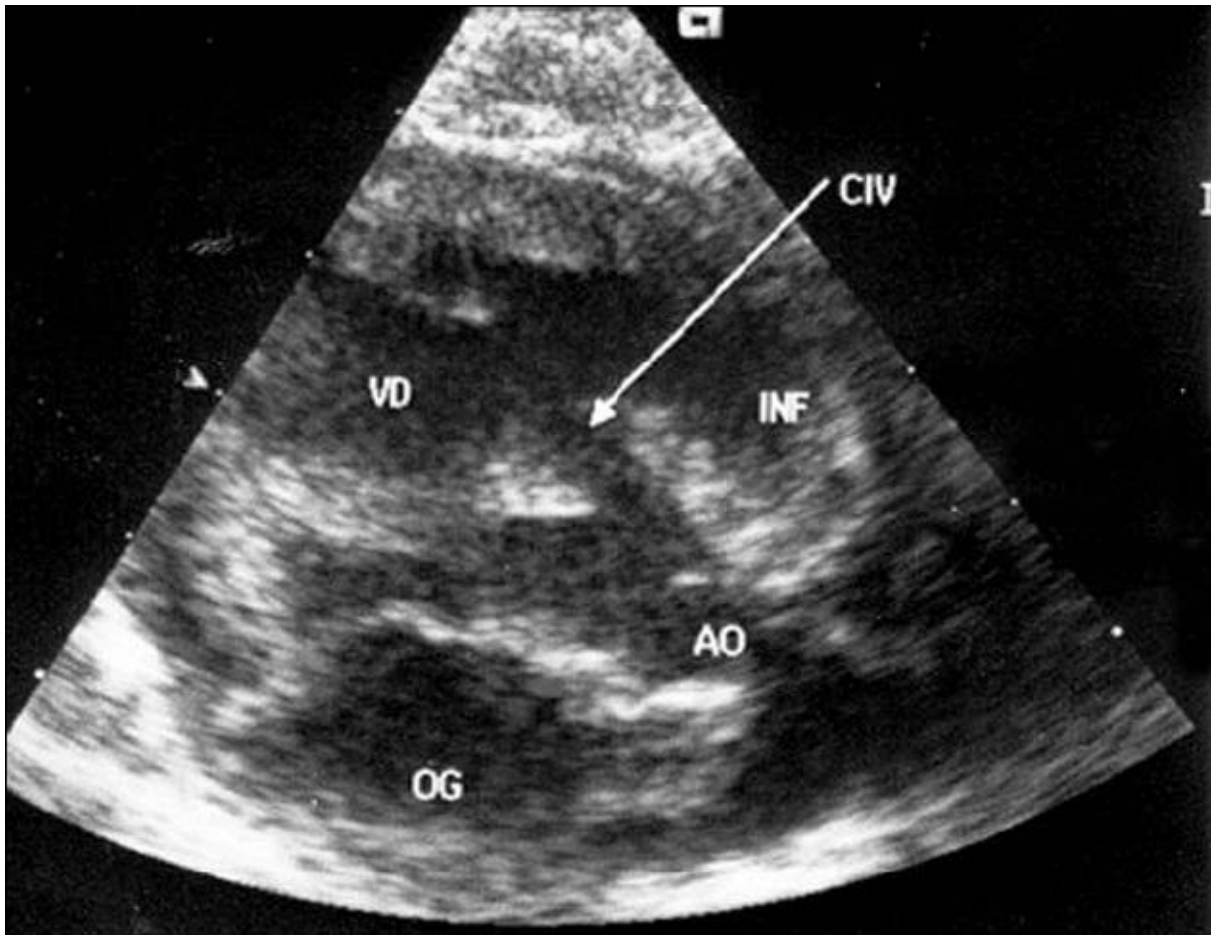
Échocardiographie d'une CIV périmembraneuse avec extension musculaire trabéculée en coupe parasternale grand axe<sup>[5]</sup>
